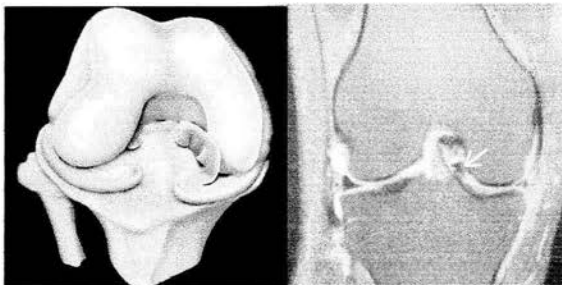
Ilustración con lesión desplazada en asa de balde menisco medial, RM Imagen de lesión en asa de balde desplazada (flecha) alojada en surco intercondíleo. (Stoller D, Diagnostic Imaging Orthopaedics, 2003)
